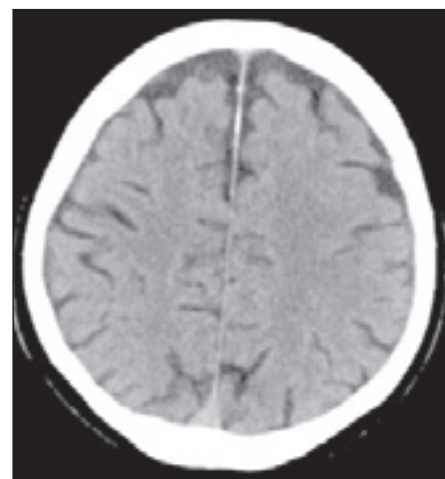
Kontrolní CT mozku nativní po 4 měsících ukazuje úplnou resorbce hematomu
